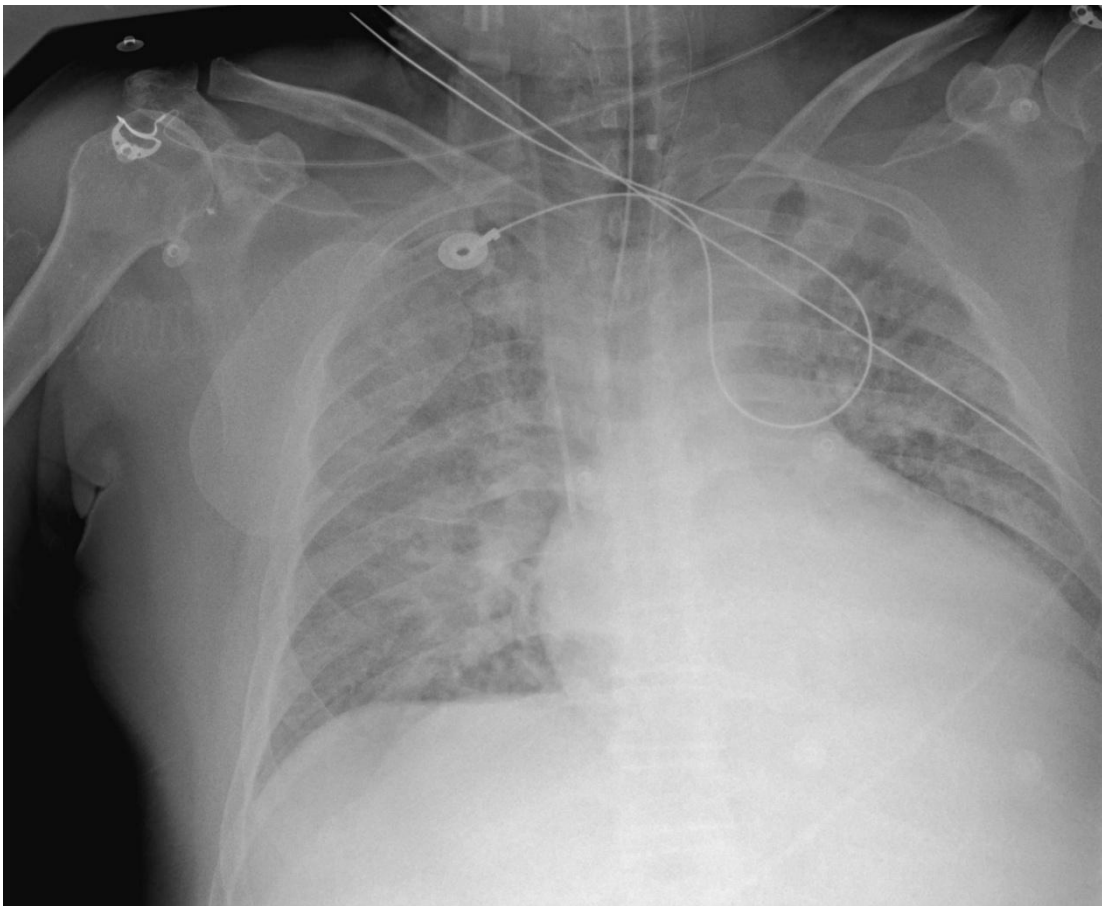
Radiografía de tórax. Infiltrado parenquimatoso blanco bilateral.
